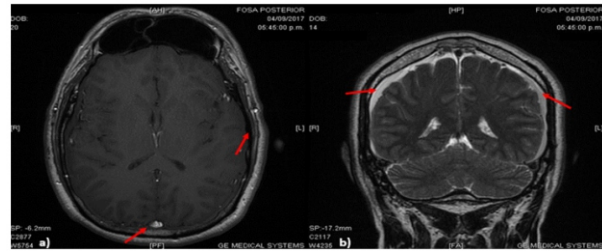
RMN cerebral con y sin gadolinio. a) Corte axial T1. Muestra dilatación del espacio subaracnoideo con hematoma en región sagital posterior. b) Corte coronal T2 con gadolinio. Muestra realce paquimeningeo bilateral que capta contraste difusamente, además de dilatación del seno venoso sagital.
